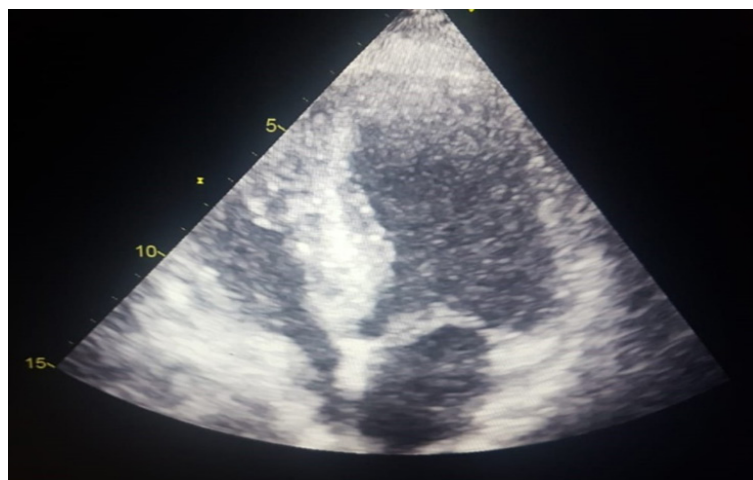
Echocardiographie montrait une hypokinésie médio-apicale et hyperkinésie basale compensatrice du ventricule gauche
